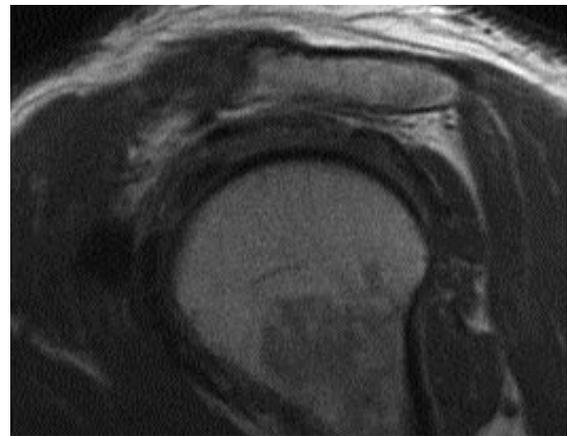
Vue IRM dans le plan sagittal passant par la voûte coraco-acromiale. Les différents tendons intra-musculaires des muscles de la coiffe peuvent être visualisés.
